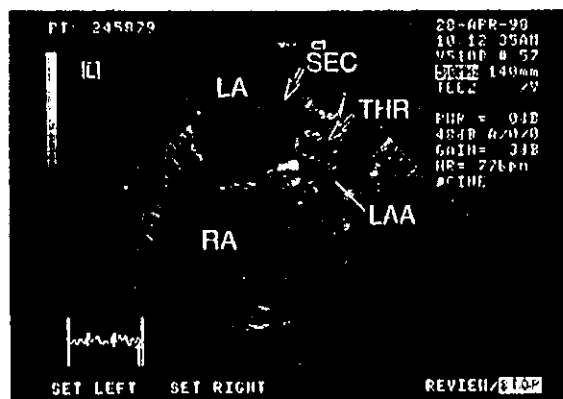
17 心房細動による脳塞栓症例の経食道心エコーによるBモード断層エコー図
